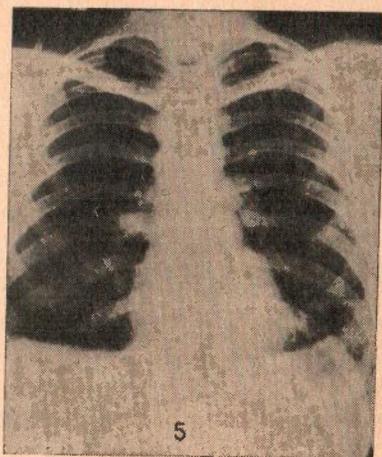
Caso Nº 2 - Histoplasmosis pulmonar: siete meses después de la primera radiografía (Fig. Nº 1) y cinco meses de terapia con Amphotericin B. Lóbulos superiores limpios y tendencia a calcificación de algunas lesiones. Persisten imágenes fibronodulares, menos confluentes y de predominio basal.
